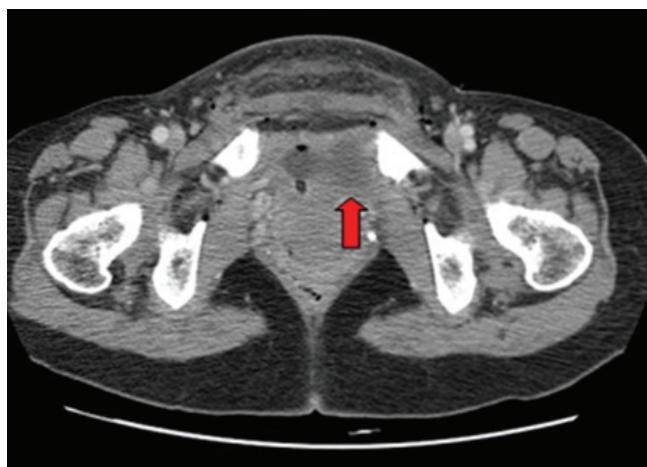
Computer tomography shows 5.3×4.5 cm sized, well circumscribed mass between urethra and vagina.
